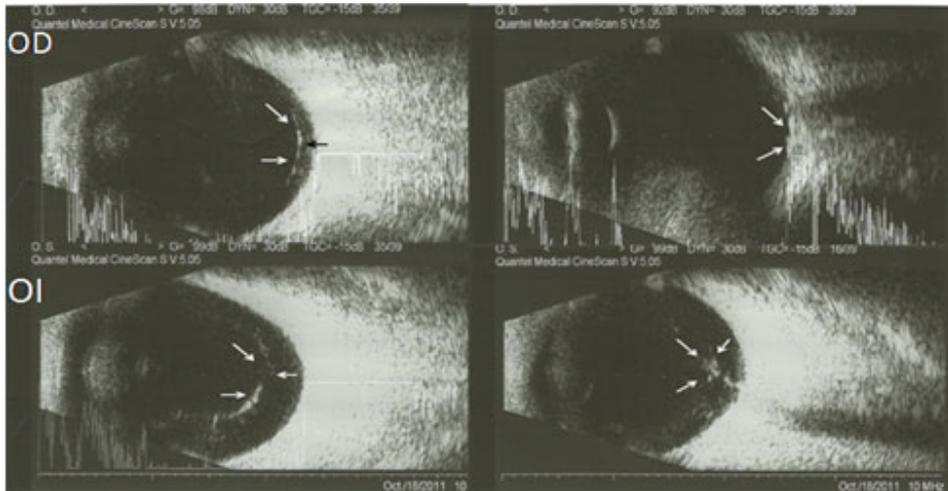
Ultrasonido ocular de AO. Cortesía de la Dra. Raiza Beltrán. Servicio de Retinosis Pigmentaria del Hospital "Dr. Salvador Allende".
